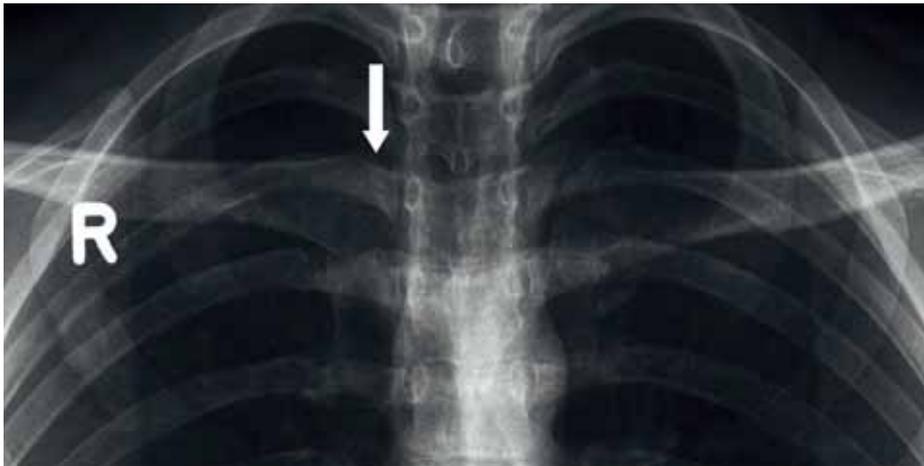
Röntgenaufnahme der Clavicula des Patienten C: Die Epiphyse der rechten Clavicula ist partiell ossifiziert. Dies entspricht einem Stadium 3 nach SCHMELING ET AL. 2004 und damit einem geschätzten Alter von 20,8 Jahren (Standabw. $\pm 1,7$ Jahre). Der Patient C ist sicher älter als 18 Jahre.
